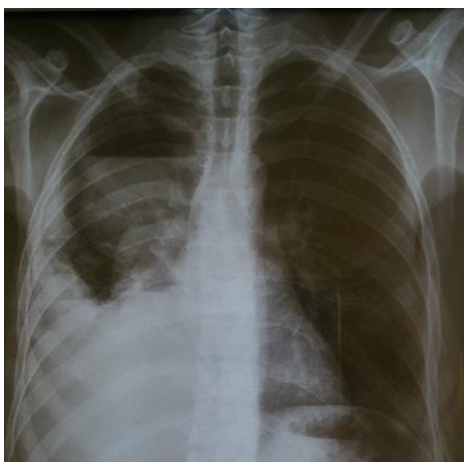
Radiographie thoracique de face révélant deux opacités droites, la première est de type pleurale surmontée par une autre opacité inhomogène par la présence d'une clarté réalisant un niveau hydro-aérique
